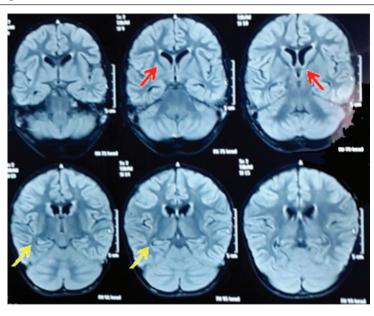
Resonancia magnética cerebral (72 horas de evolución)
